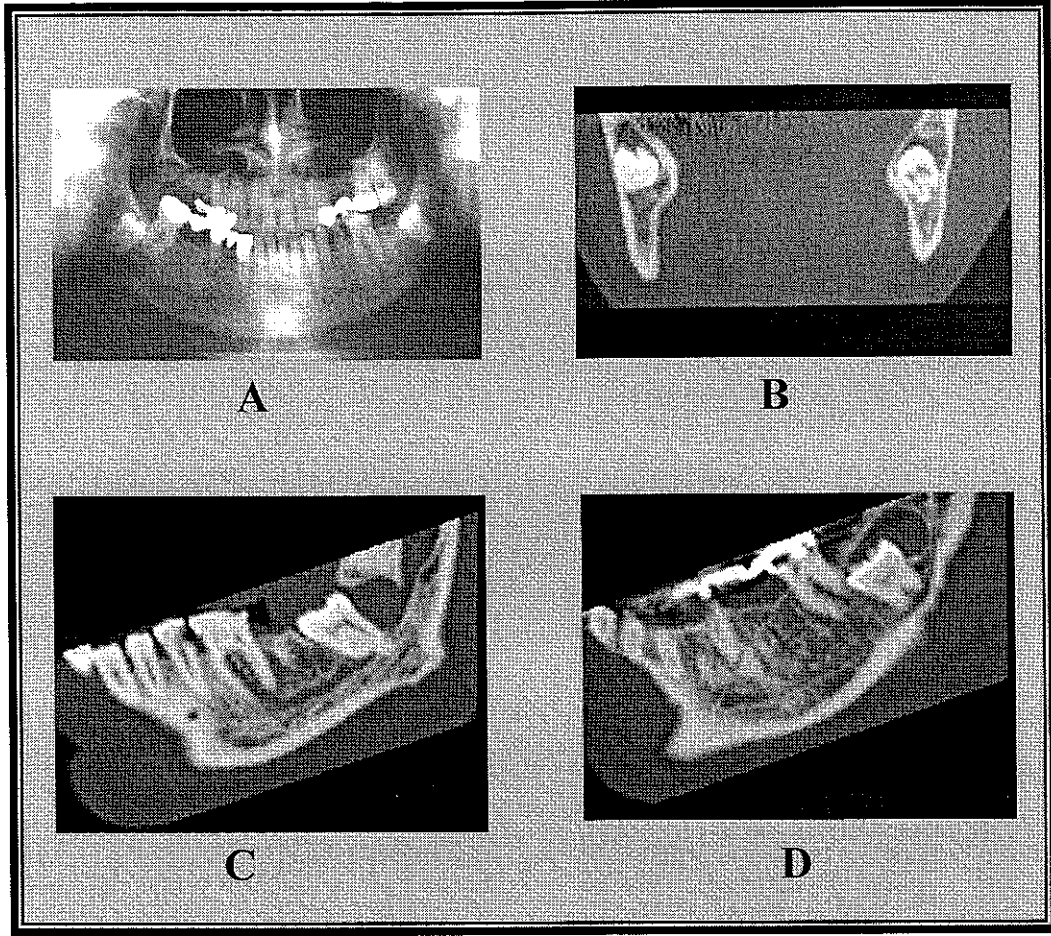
Stafne kisti; Panoramik grafide, mandibula sağ köşesinde, oval, radyolüsen lezyon (A). Sialografi'de sağ submandibular beze ait intraglandüler duktuslar ve mandibula sağ köşede, oval, radyolüsen lezyon izlenmektedir (B). Sialografi öncesi dental BT ile elde edilen reformat transvers ve oblik görüntülerde, mandibula sağ köşede kortikomedüller defekt izlenmektedir. (C, D). Sialografi sonrası dental BT ile elde edilen reformat transvers ve oblik görüntülerde, sağ submandibular bezin mandibuladaki defekte uzandığı izlenmektedir (E, F).
